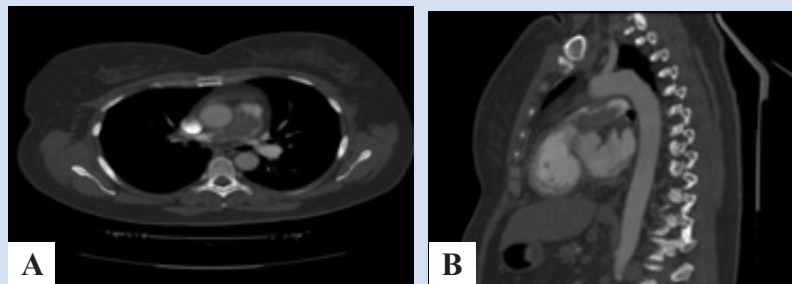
МСКТ-ангиопульмонография от 05.03.2020 до тромболитической терапии: А – МРР-реконструкция в аксиальной плоскости; В – МРР, МРР-реконструкция в сагиттальной плоскости
